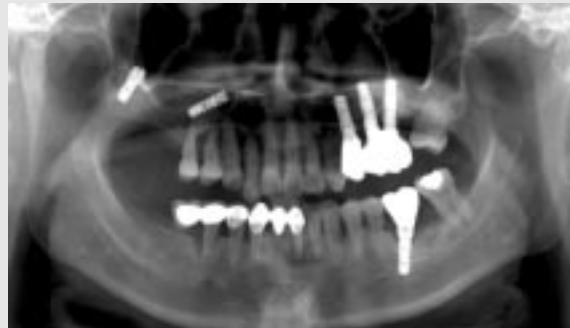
상악동내로 fixture가 들어간 방사선 사진(panorama).
